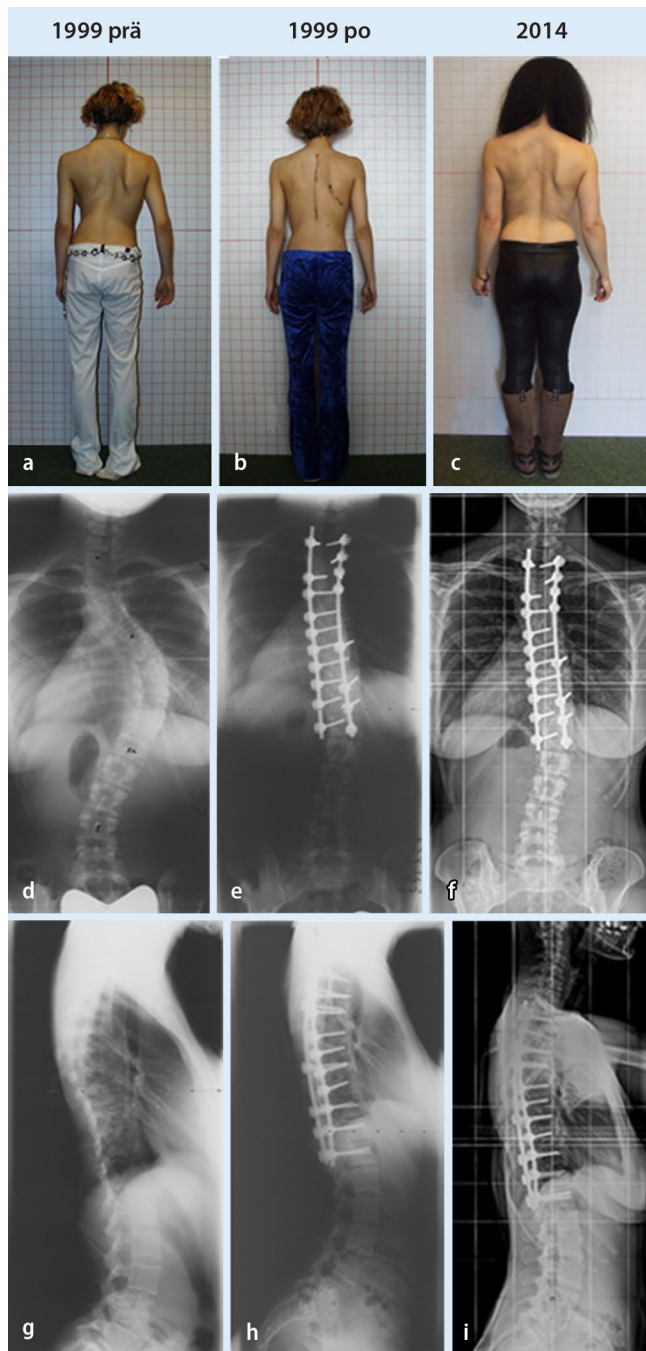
◀ Zum Zeitpunkt der Operation bereits 19-jährige Patientin. Thorakoskopisches Release von Th6 bis Th9 und simultan dorsal segmentale Instrumentation einer Lenke-2-Skoliose. Im Vergleich zu oligosegmentaler Instrumentation schlechteres Korrekturergebnis, v. a. der Hypokyphose. Nach 15 Jahren voll berufstätig, aber Halswirbelsäulebeschwerden, dort mittzervikal deutliche vorzeitige Degenerationszeichen. Bemerkenswert ist Veränderung des Schulterstands: präoperativ Hochstand links, postoperativ rechts, nach einem Jahr postoperativ und seither wieder links. a Klinisches Bild präoperativ; b klinisches Bild direkt nach Op; c klinisches Bild 15 Jahre postoperativ; d AP Röntgen Bild präoperativ; e AP Röntgen Bild direkt postoperativ; f AP Röntgen Bild 15 Jahre postoperativ; g Seitliches Röntgen Bild präoperativ; h Seitliches Röntgen Bild direkt postoperativ; i Seitliches Röntgen Bild 15 Jahre postoperativ
